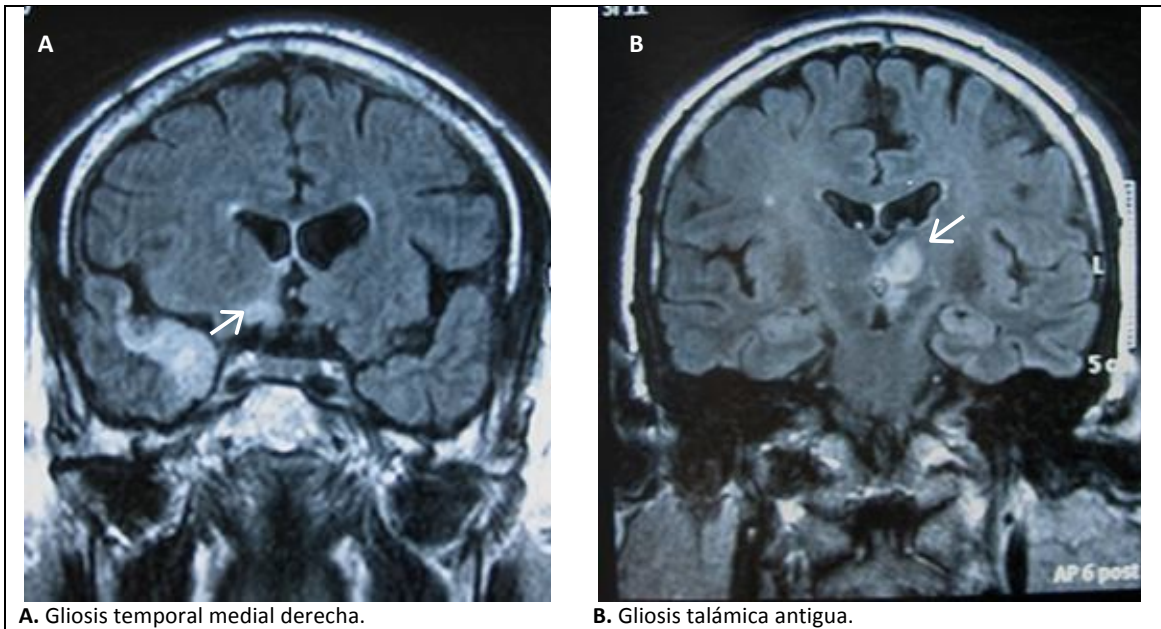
RM Cerebral. Técnica: TSE-FLAIR.
